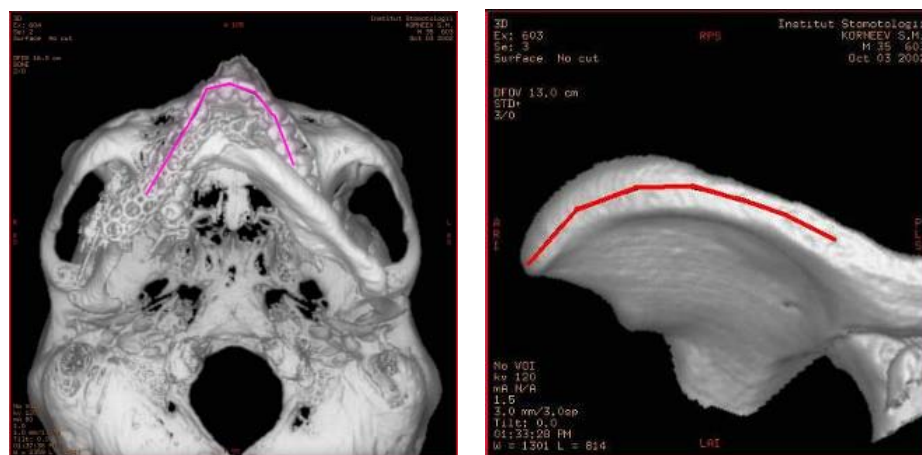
Сопоставление донорской (гребень подвздошной кости) и реципиентной зоны для локализации и определения числа необходимых остеотомий трансплантата для получения формы изгиба отсутствующей части лицевого скелета идентичной контралатеральной стороне по данным рентгеновской компьютерной томографии.
